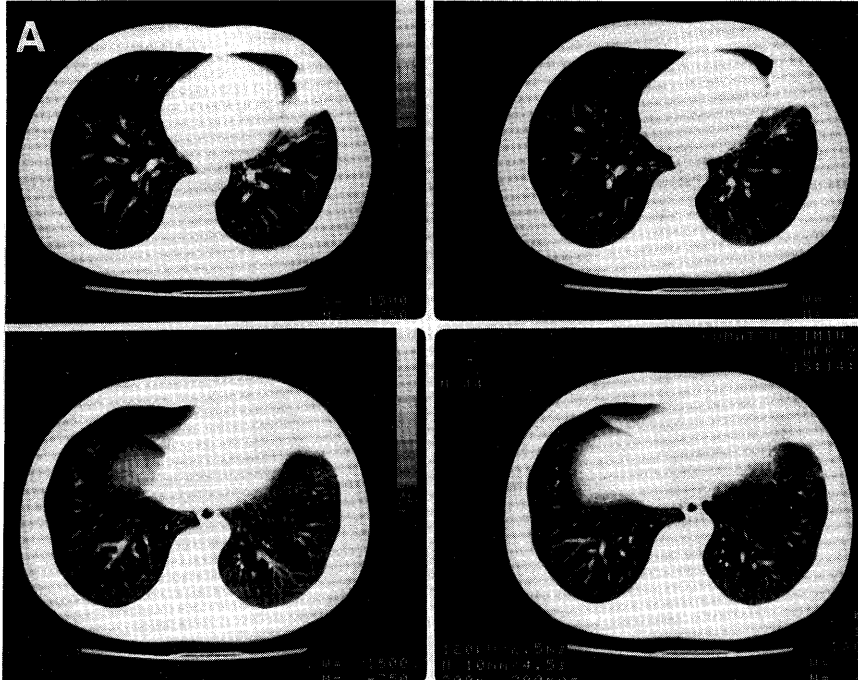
(A) : Chest X-ray CT at admission. An infiltrative shadow with airbronchogram is seen at the left lingula, suggesting pneumonia.
